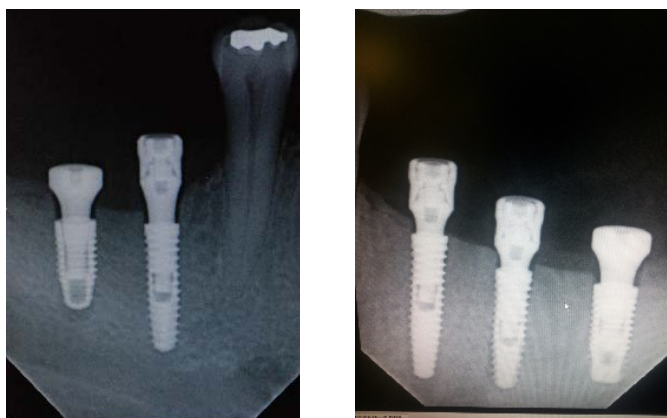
Radiografias periapicais imediatamente a instalação dos implantes.
